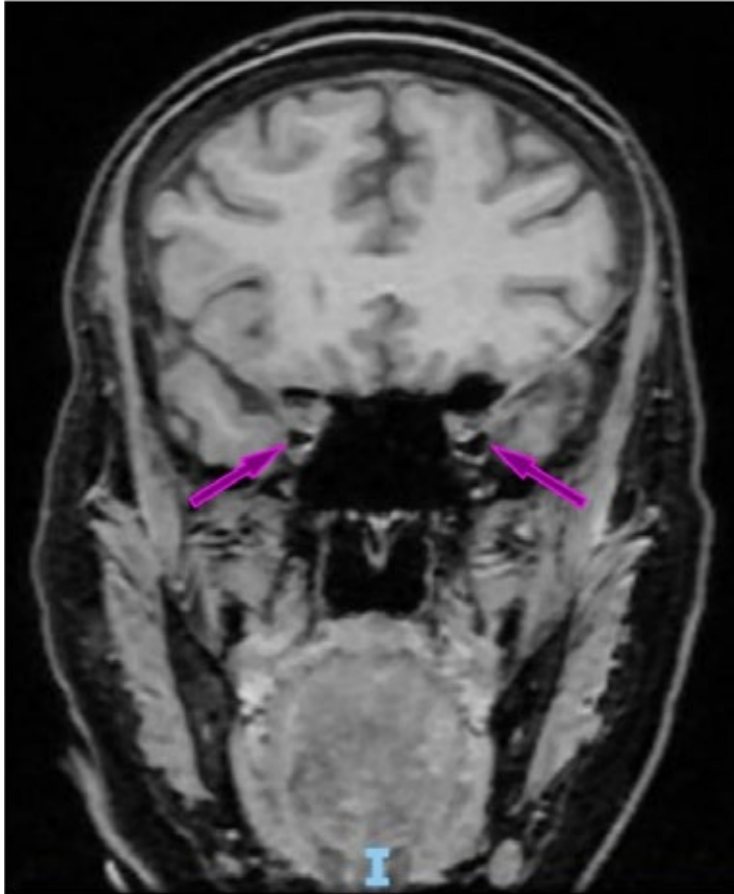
TAC de cráneo contrastada: Secuencia FLAIR con nervios ópticos (señalados en rosa) de trayecto, morfología, calibre e intensidad de señal habituales. No se identifica reforzamiento de éstos al paso de medio de contraste endovenoso.
